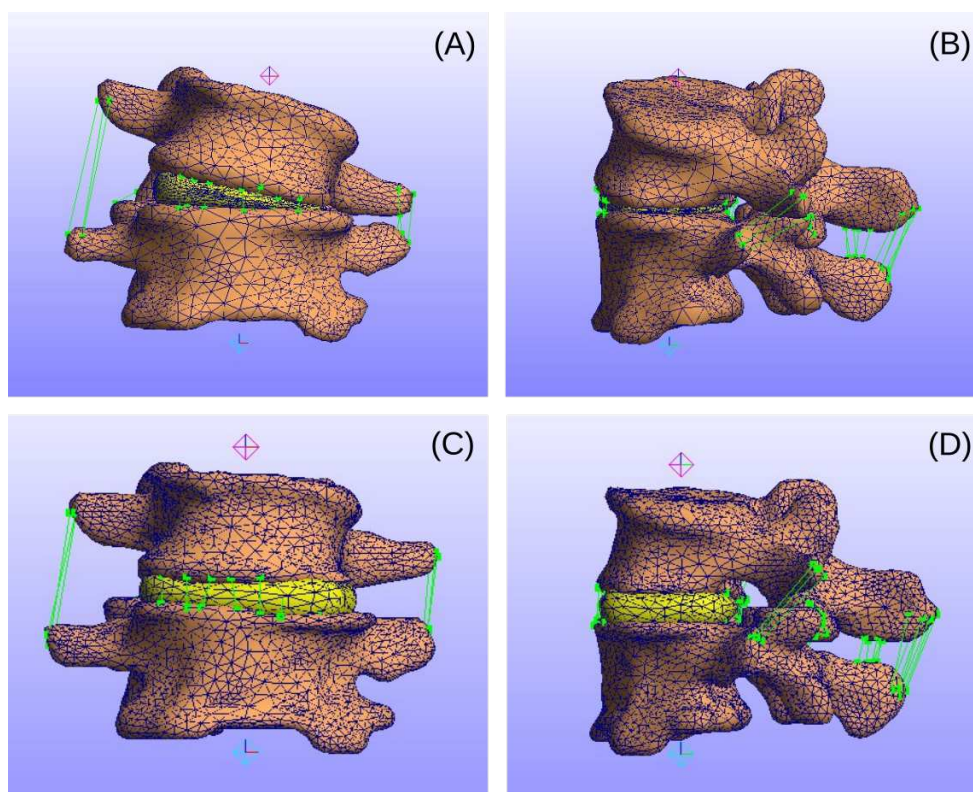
Modelos reconstruidos de tomografías computadas de vértebras L4 y L5. (A) y (B) Vista frontal y lateral de preoperatorio, respectivamente. (C) y (D) Vista frontal lateral del postoperatorio, respectivamente.
